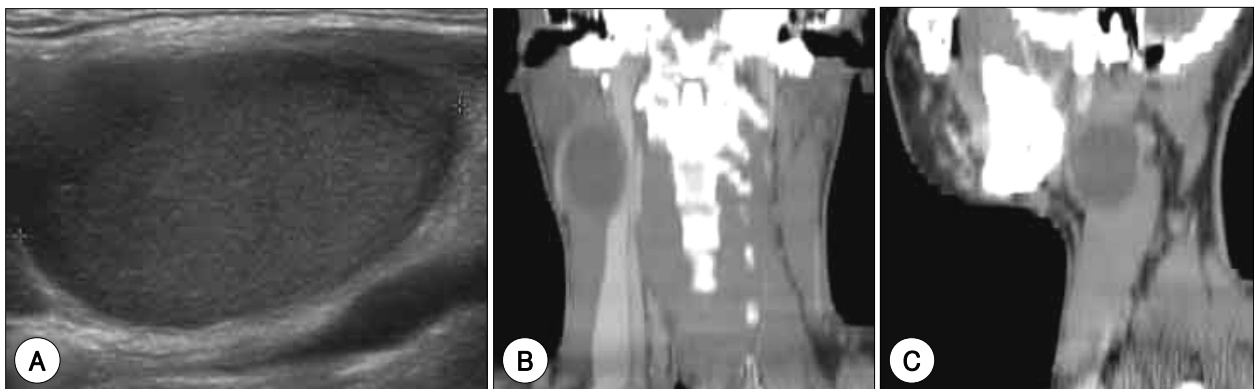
Orientation of ovoid shaped branchial cleft cysts relative to the long axis of the neck. Longitudinal sonogram(A), CT sagittal (B), and CT coronal reconstruction images(C) show that longitudinal axis of the cysts parallel to the long axis of the neck.
